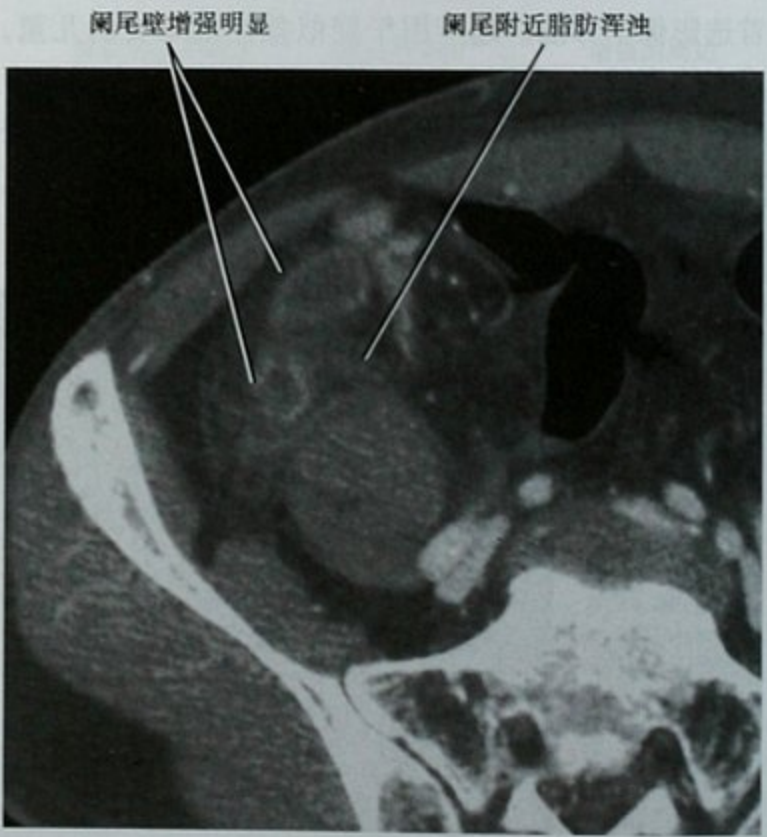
急性化脓性阑尾炎,增强 CT 横断位图像,显示阑尾膨大,充满液体,阑尾壁强化增加,阑尾周围明显的脂肪浑浊,除炎症的表现外,未见积液
